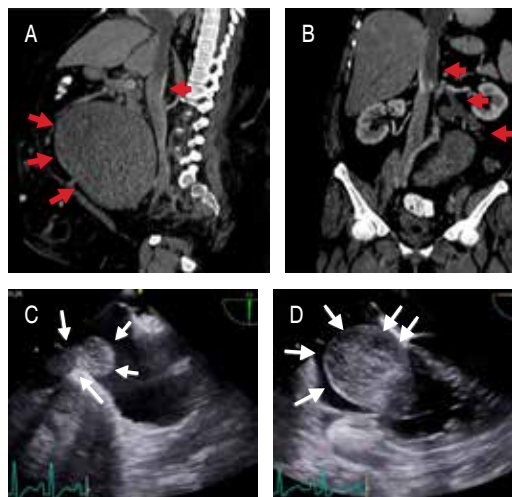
A) Tomografía con contraste de tórax y abdomen. Tumor uterino con extensión intravascular desde la arteria ovárica derecha hacia la vena renal y la vena cava inferior hasta alcanzar la aurícula derecha (flechas rojas) en plano sagital. B) Plano coronal. C) Ecocardiograma transesofágico; eje bicaval modificado: masa originada en la desembocadura de la vena cava inferior con una trayectoria de al menos 10 cm. D) Ecocardiograma transesofágico: muestra una masa en la aurícula derecha de 65 × 36 mm, móvil, heterogénea y avascular.
